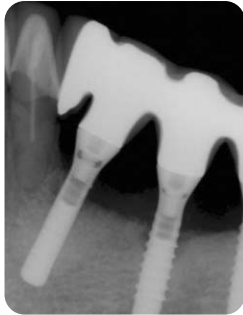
수술 30개월 후 방사선 사진. 임플란트 주변 골결손부의 양호한 치유 소견이 관찰된다.
